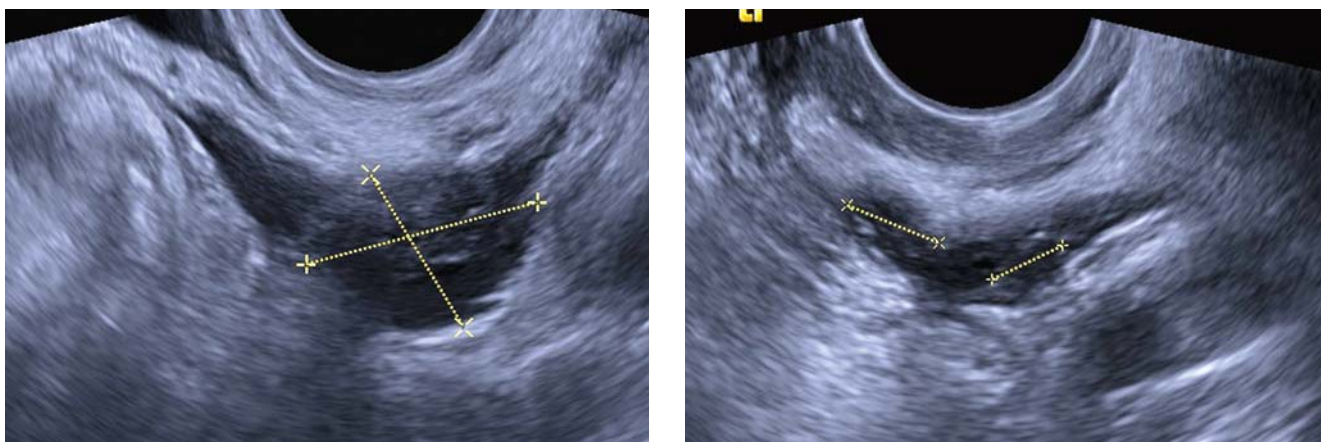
Ультразвуковая томограмма малого таза: множественные узловые образования по париетальной и висцеральной брюшине (а, б).
